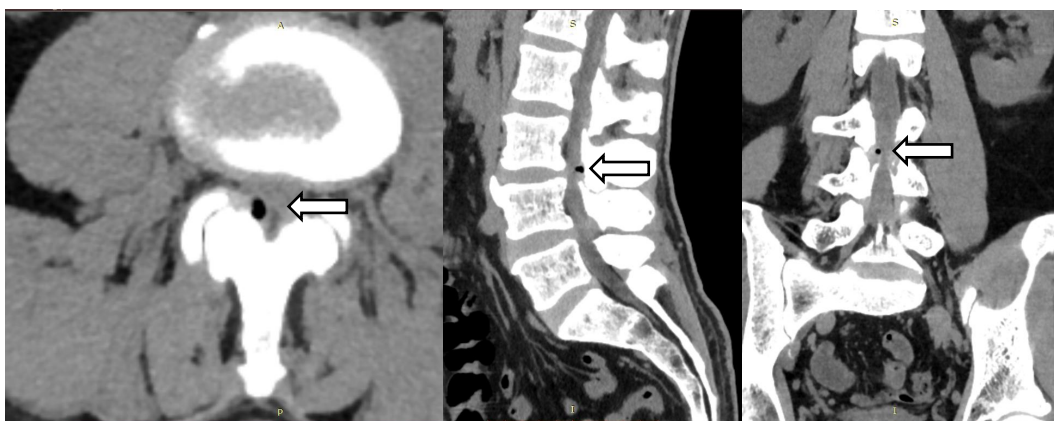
МСКТ полипроекции скан на уровне L_{III} и L_{IV} – определяется газ в просвете позвоночного канала (стрелка). Спондилоартроз L_{IV}–L_V III степени. Спондилёз
